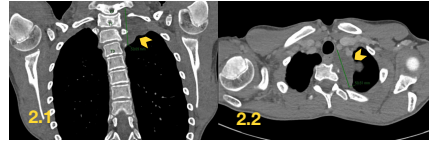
TC tórax coronal (2.1) e axial (2.2):
